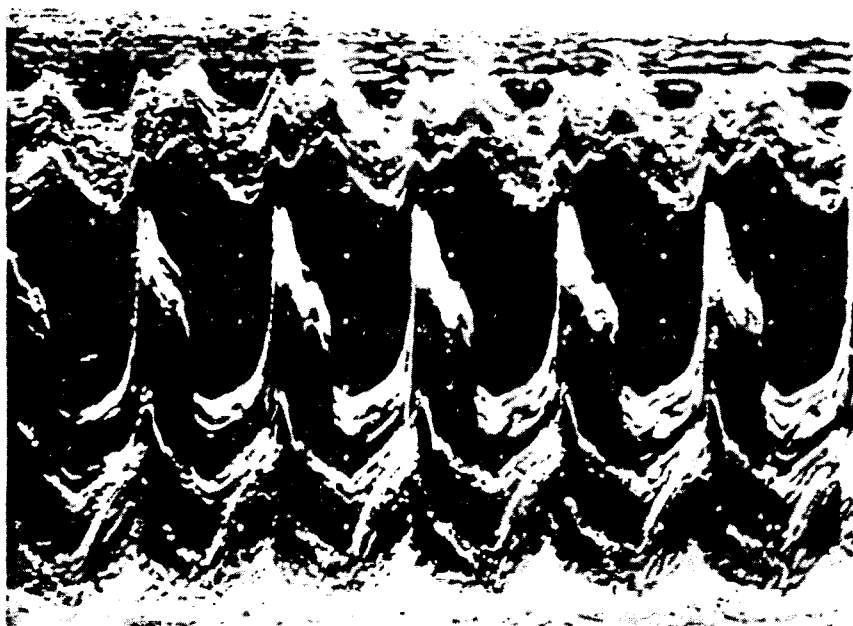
Недостаточность митрального клапана. Эхокардиограмма.
